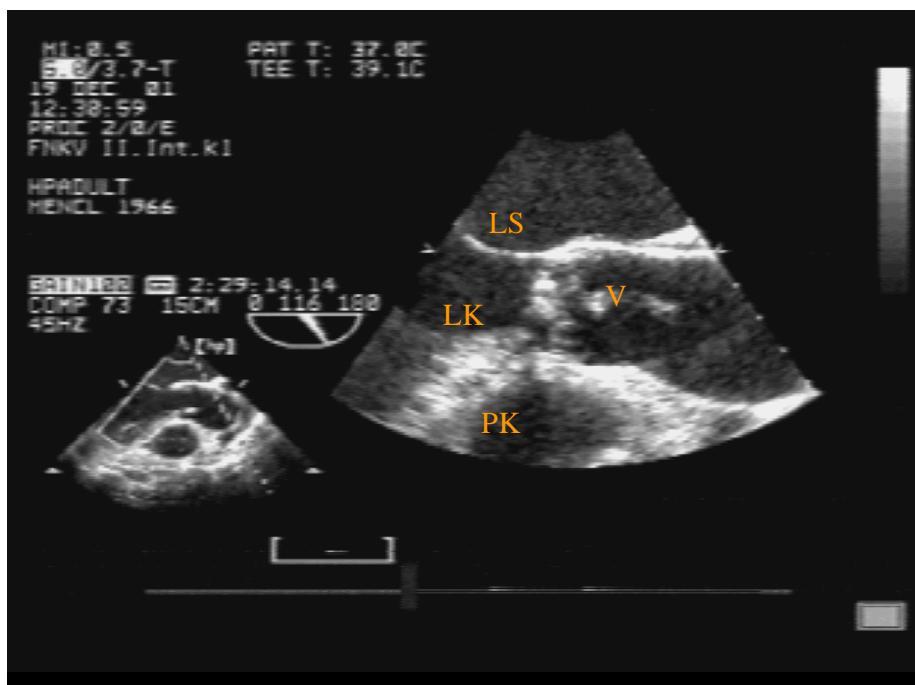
Ukázka velké vegetace na trikuspidální chlopni (pod nápisem PS) v jícnové echokardiografii. Zkratky :
